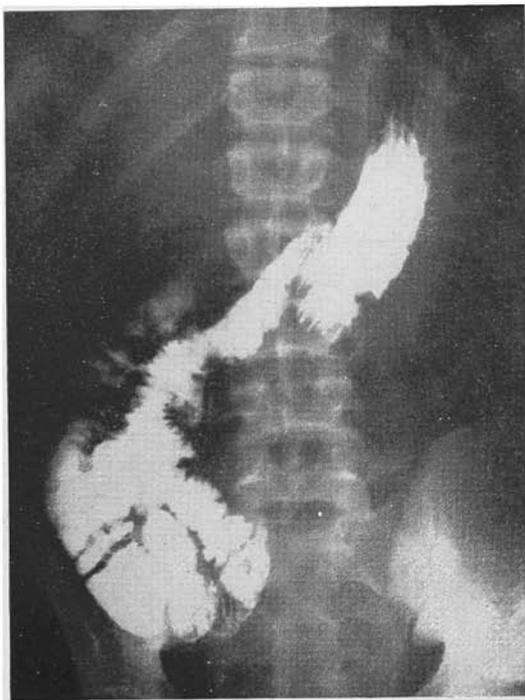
Caso 4. Radiografia mostrando a gastrectomia econômica, a alça ileal anastomosada e o ceco. Não foram vistas as úlceras ileais.
